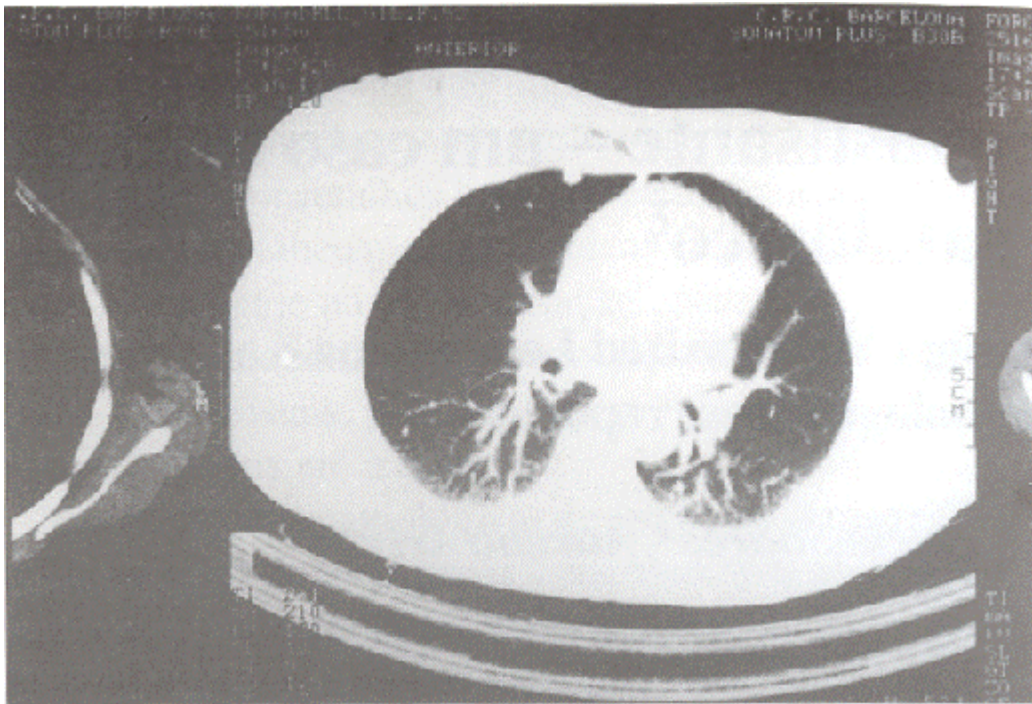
Tomografia Axial Computurizada evidenciando nódulos plumonares bilaterais.
